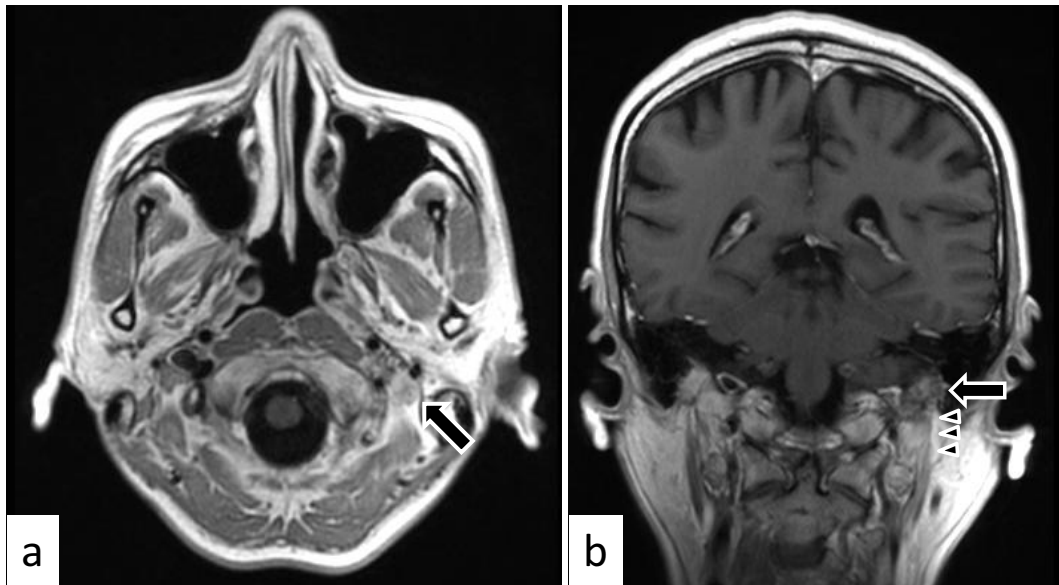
Gadolinium-enhanced magnetic resonance imaging (MRI) of the brain at the appearance of left-side paralysis of the recurrent nerve and glossopharyngeal nerve revealed a contrast-enhanced tumor at the left skull base (arrow) in both the sagittal (a) and coronal sections (b). Brain MRI (b) showed the internal jugular vein (arrowheads).
